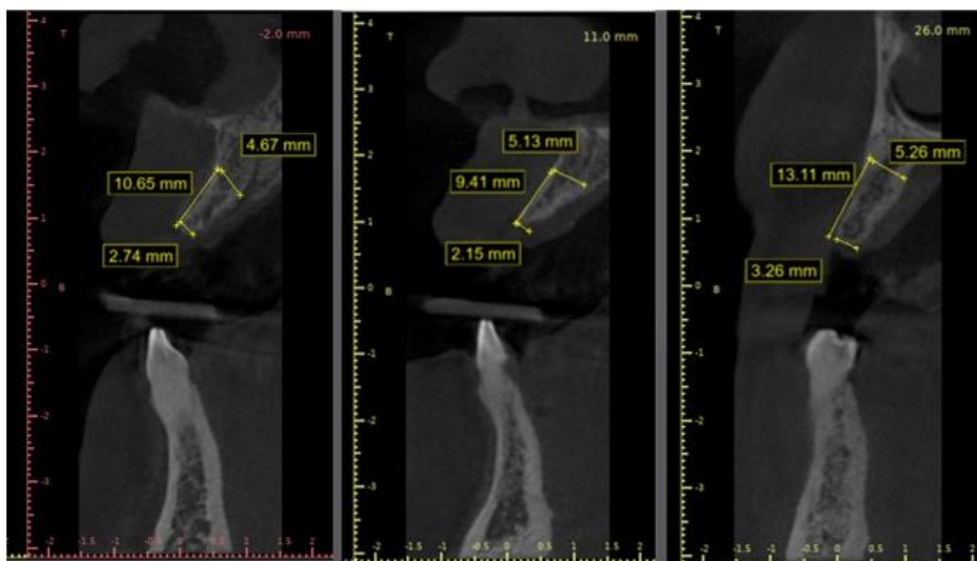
Corte axial da Tomografia Computadorizada no formato Dicom. Nas imagens, evidencia-se a espessura limítrofe do rebordo alveolar.
